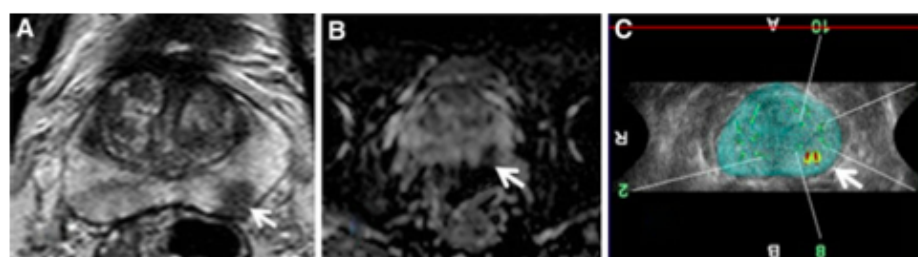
Prostate MRI and three-dimensional transrectal ultrasound (3D TRUS) biopsies obtained by 3D elastic registration (Koelis, La Tronche, France) of a 57-year-old man with PSA of 6 ng/ml.
